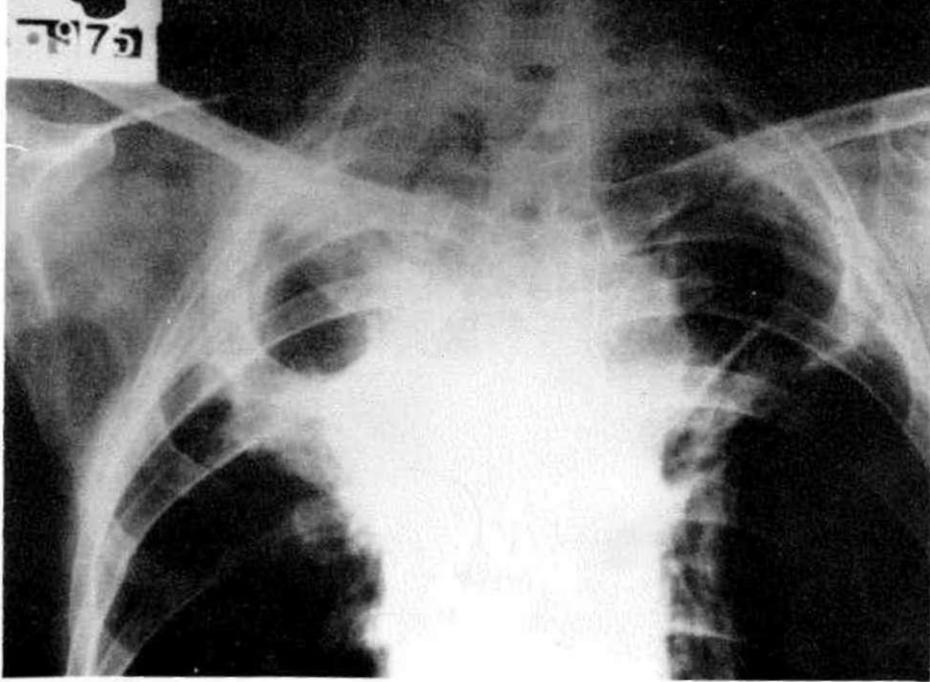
Aynı hastada tipik radyolojik görünüm Tomografi ile.
